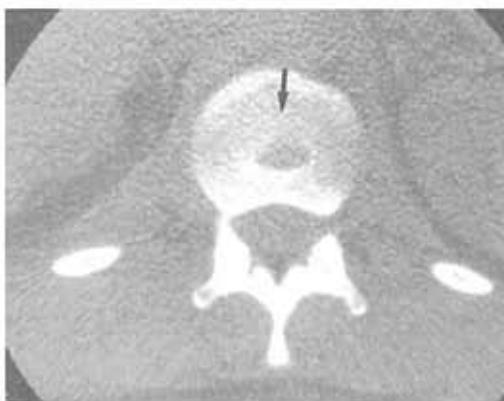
症例1、CT L3 シュモール結節、L5 分離、偽関節型
